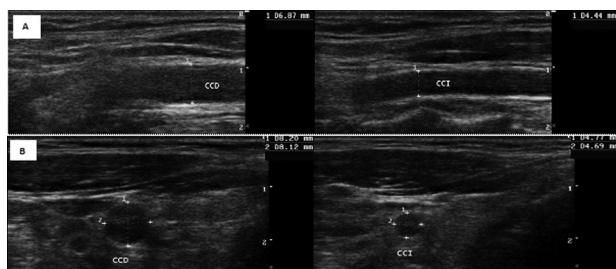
Doppler arterial de vasos del cuello. Panel A eje largo de la arteria carótida común. Panel B eje corto del mismo vaso. Nótese, a la derecha de la imagen, la arteria carótida común izquierda (CCI), es hipoplásica, mide en el eje corto 4,7 mm anteroposterior (AP) y 4,6 mm en su diámetro transverso (T) mm, la carótida común contralateral (CCD) 8,2 mm AP y 8,1 mm T.
